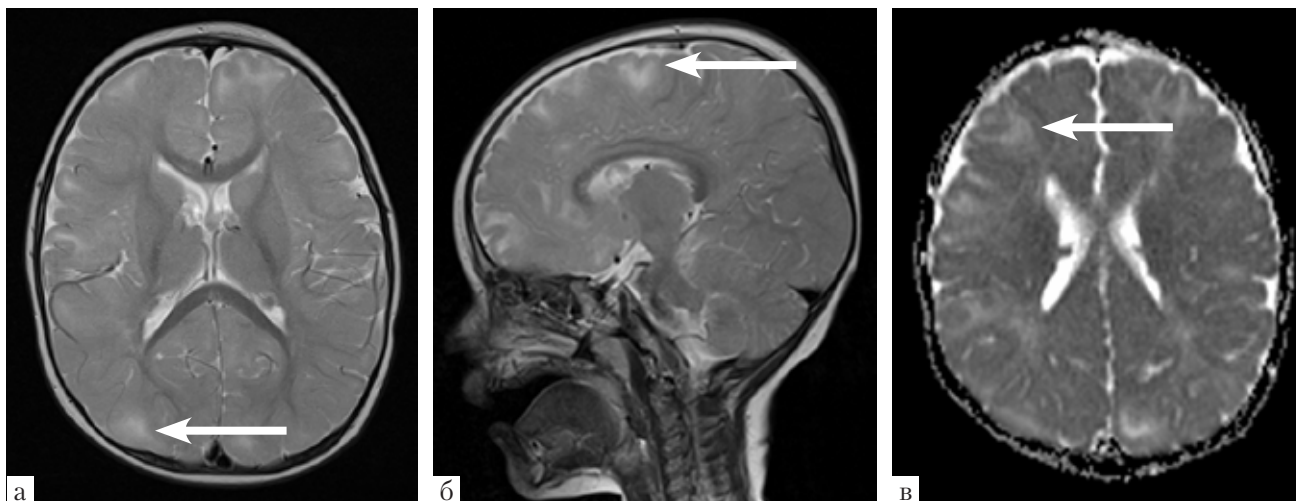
МРТ ребенка 1 года. Симптоматическая эпилепсия. Туберозный склероз. Стрелками указаны туберсы, приводящие к эпилепсии: а, б — T2-ВИ, в — T1-MPR-iso
